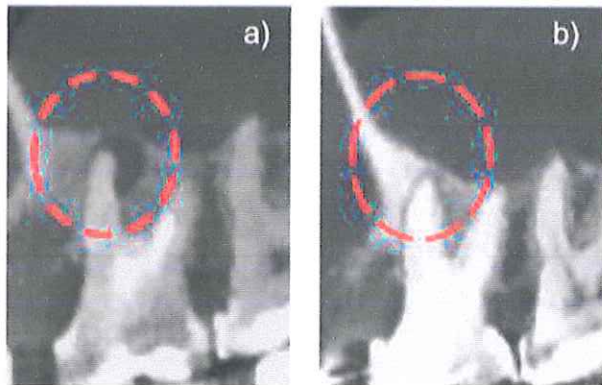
Corte axial: a) Preoperatorio b) Control a 18 meses. Se puede observar como la lesión periapical a disminuido de tamaño dando signos de reparación
